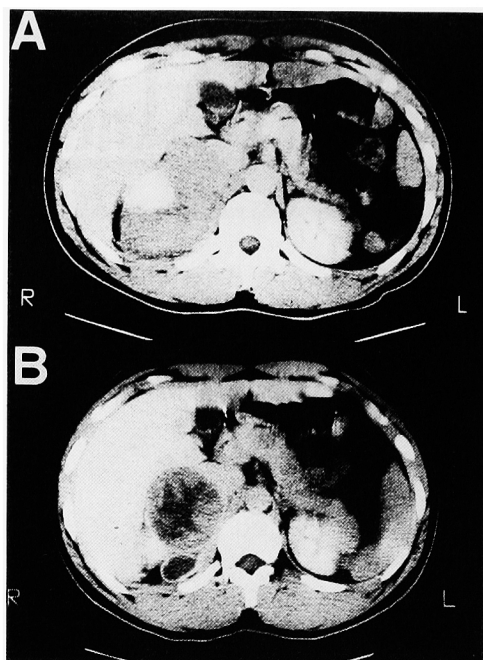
A: Abdominal CT showing right perirenal haematoma when the patient was admitted for acute abdomen. B: Abdominal enhanced CT showing a large cystic mass on the right adrenal gland.
